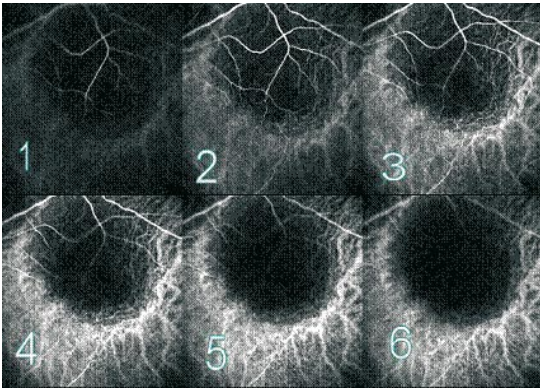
Tomographie-Scan einer erhabenen Läsion. Scan-Intervalle zwischen den Bildern 1 dpt
